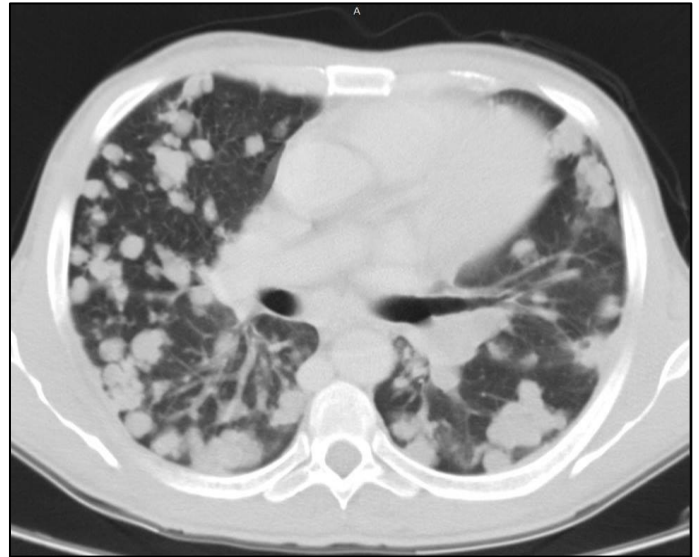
Tomografia Computadorizada de tórax atual.
